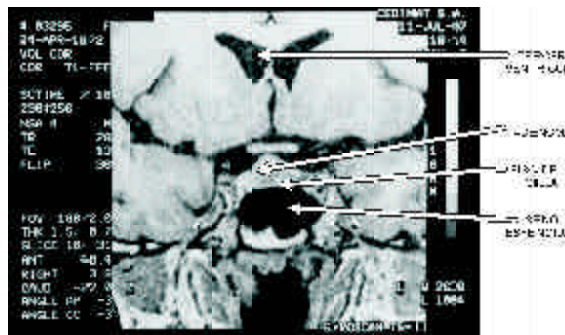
Microadenoma hipofisario en resonancia nuclear magnética de silla turca. Tomado y modificado de *Rev Méd Chile* 2004; 132: 75-80.
